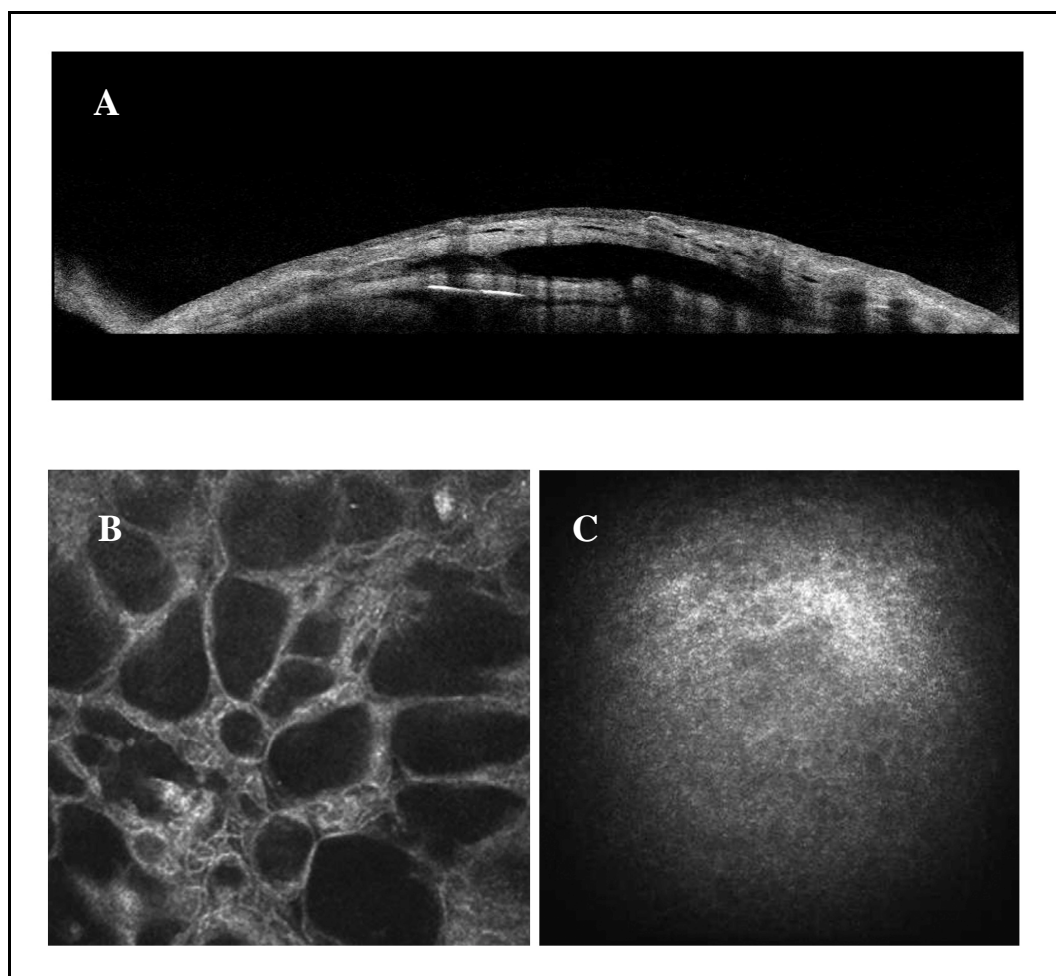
[Bozza diffusa: A) scansione tomografica orizzontale in prossimità del limbus; B) epitelio congiuntivale; C) connettivo congiuntivale]
